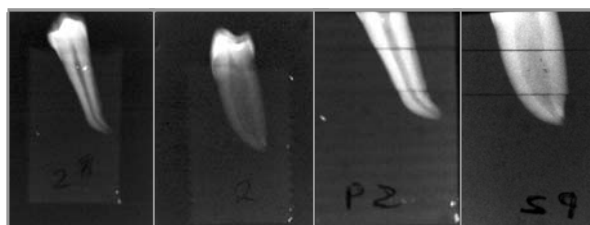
Radiografías Pre y Post instrumentación.
